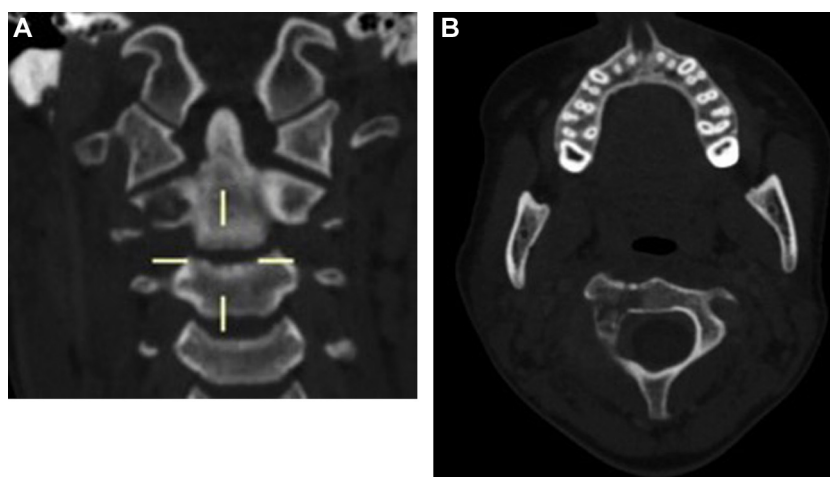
TDM avant traitement. A. Coupe frontale. B. Coupe axiale. Ostéolyse de la masse latérale de C2.
